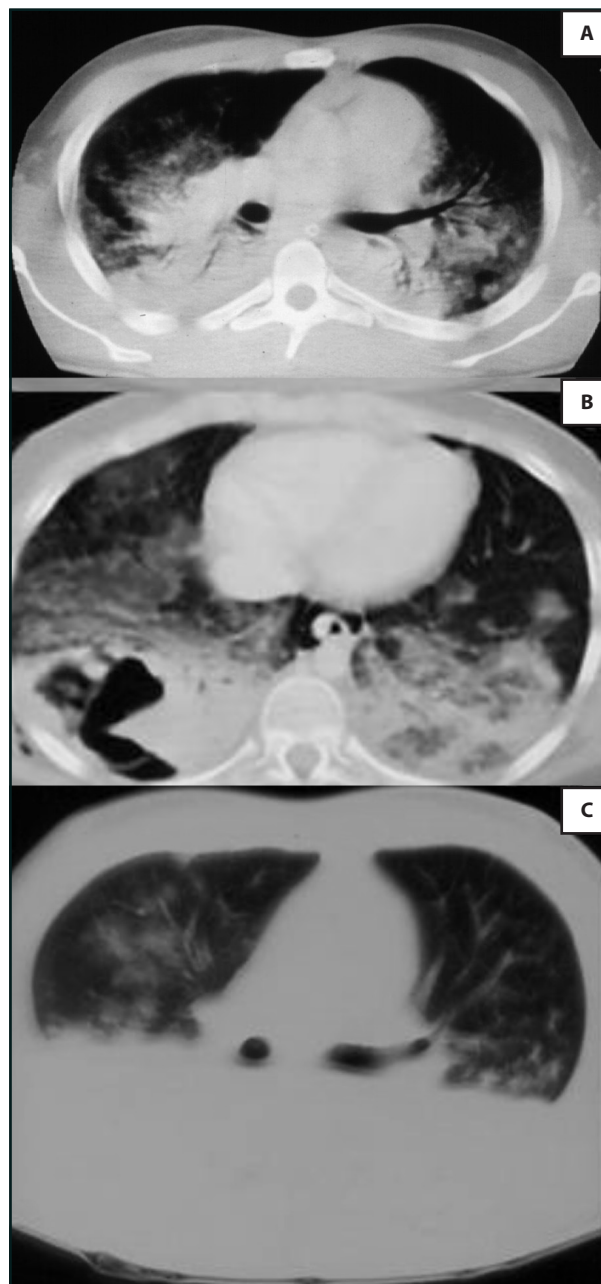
Diferentes tomografias de tórax representativas de SDRA. Em A, embolia gordurosa; em B, contusão pulmonar; e em C, embolização séptica por *Staphylococcus aureus*.
